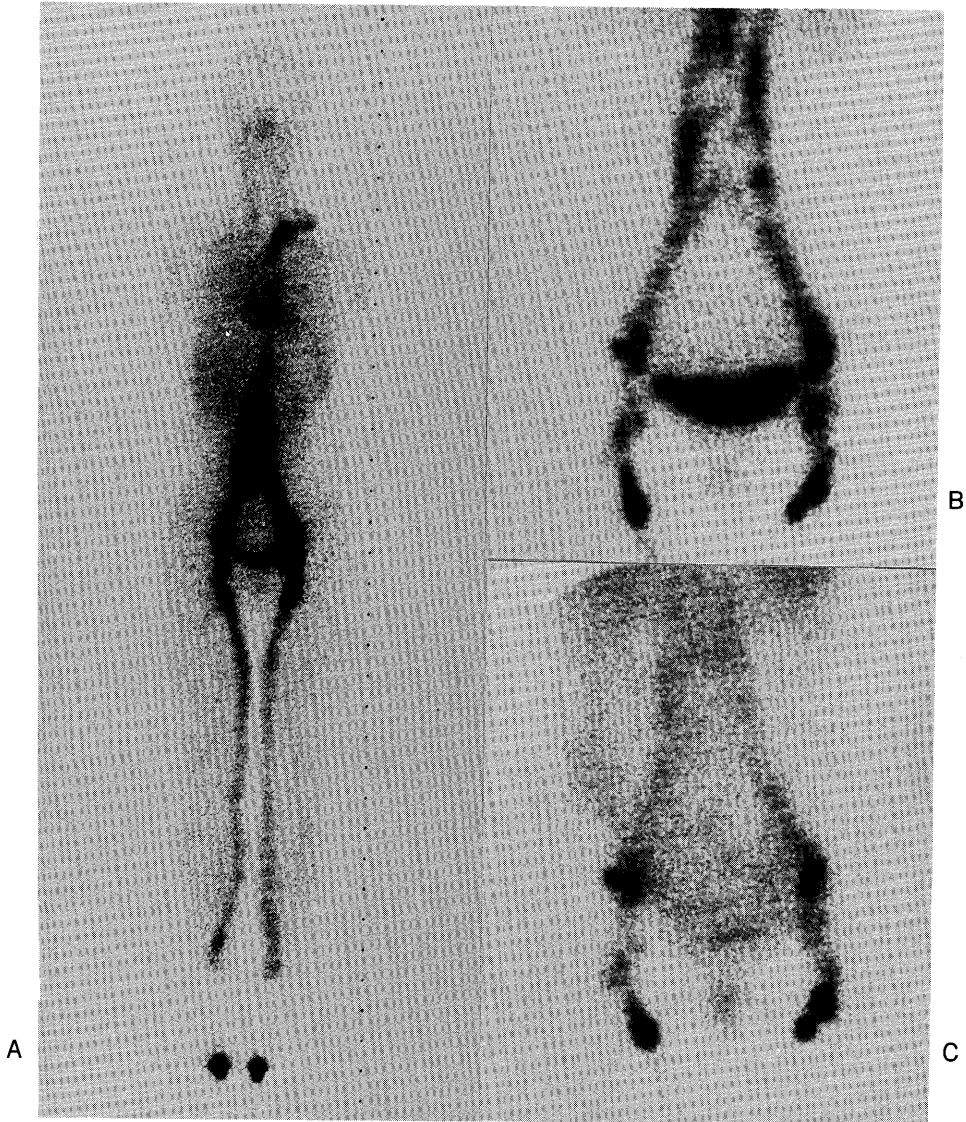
A 30-year-old female with slight swelling of right lower limb. A) 15 minutes' whole body scintigram. B) C) Images of inguinal and iliac chains 30 minutes and 3 hours after administration.
